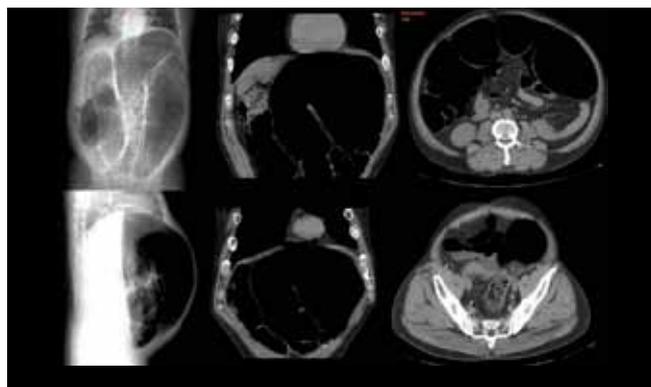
TAC de abdomen. Imágenes de barrido simple, corte coronal y axial que muestran una importante dilatación colónica. En la imagen inferior derecha se observa el cambio de calibre que corresponde a zona recto-sigmoidea.
